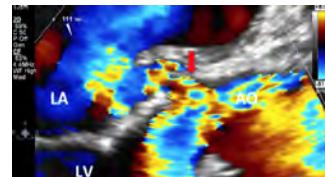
Color Doppler (TEE) of the fistula communicating the aortic root and the left atrium. The red arrow shows an aorto-LA fistula. LA: left atrium, LV: left ventricle; AO: aorta.
